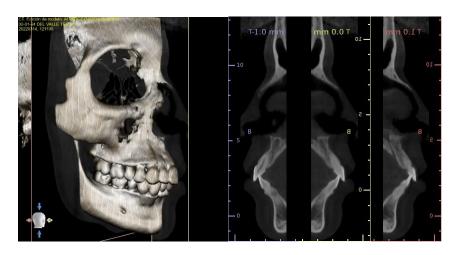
Reconstrucción 3D de cráneo y tomografía. (FD)
